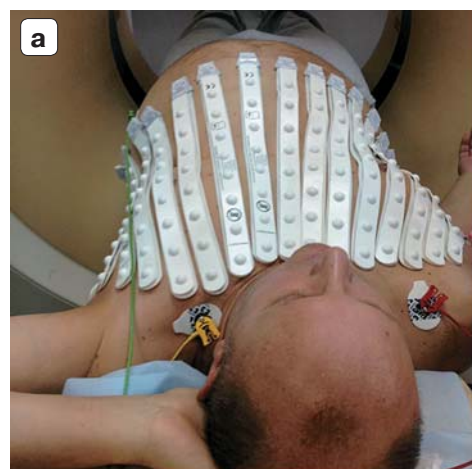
МСКТ при неинвазивном электрофизиологическом исследовании сердца. а – процесс укладки пациента: положение рук за головой, аналогично положению во время ЭКГ-картирования. Внешний вид ЭКГ-электродов; б – сканограмма; в – бесконтрастное исследование органов грудной клетки с захватом всех электродов, 3D-реконструкция; г – этап расстановки электродов при неинвазивном картировании.
